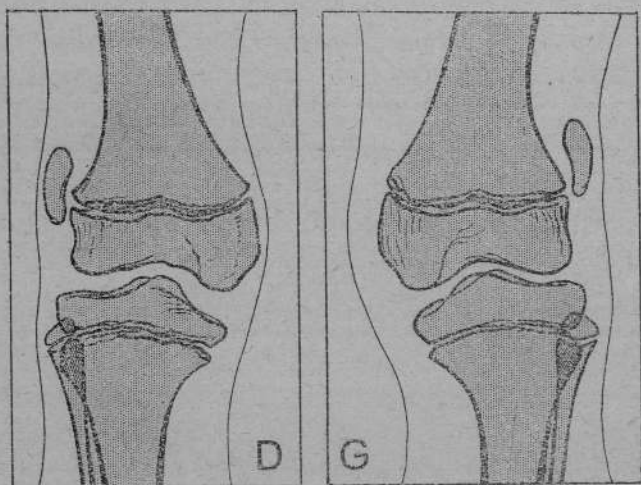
Calque radiographique des deux genoux droit et gauche
